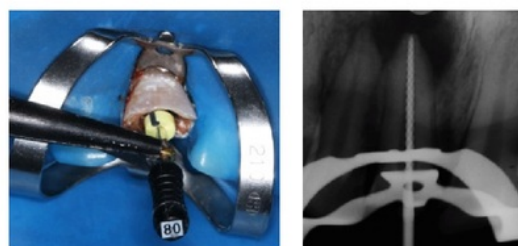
Foto radiografi gigi 11
